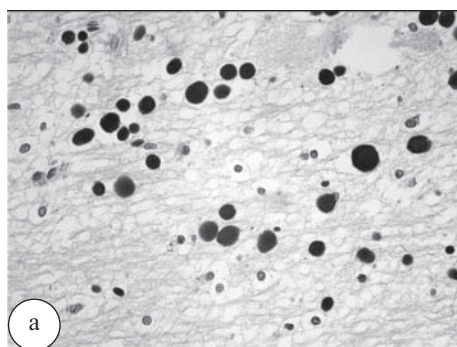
Секционный материал больных сахарным диабетом: а – поясничный отдел спинного мозга. Скопления крахмальных телец. ШИК-реакция, ув. $\times 400$; б – крахмальное тельце (КТ) в нейропиле поясничного отдела спинного мозга в окружении глиофибрилл (ГФ). Электронограмма, ув. $\times 7000$
